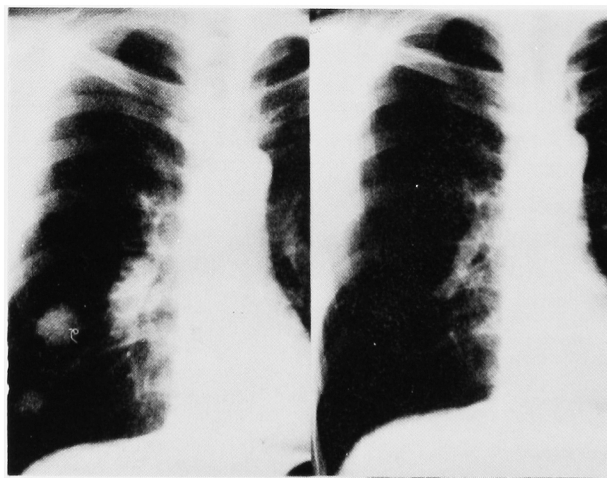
症例1の胸部単純写真：(左)化学療法前
